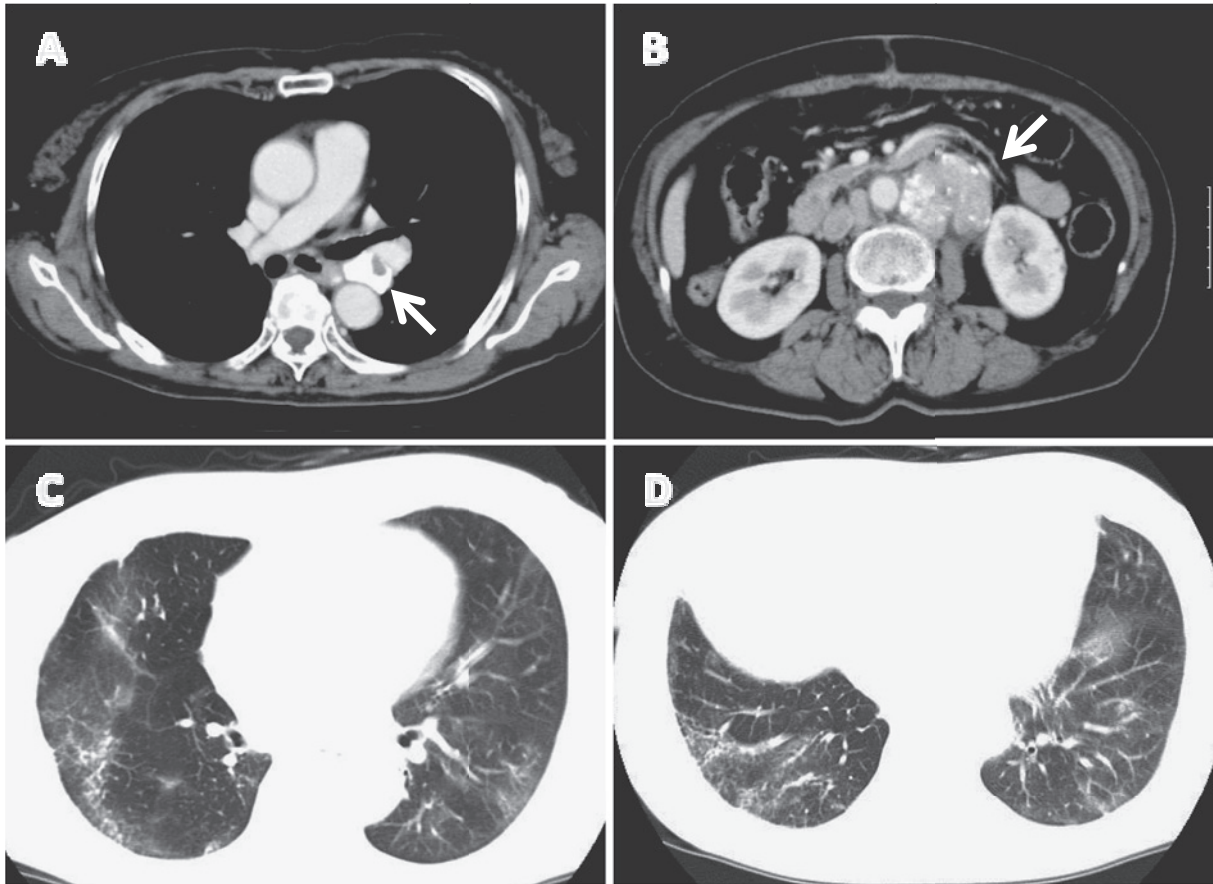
CT scans in October 2007 show mediastinal and abdominal lymph nodes with massive calcification (A, B) and bilateral ground glass shadows (C, D).
